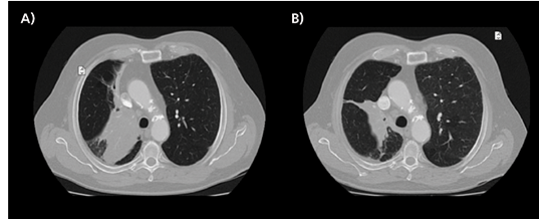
A) CT zu Therapiebeginn mit Nivolumab 11/2015, B) CT zur Verlaufskontrolle 10/2017.
